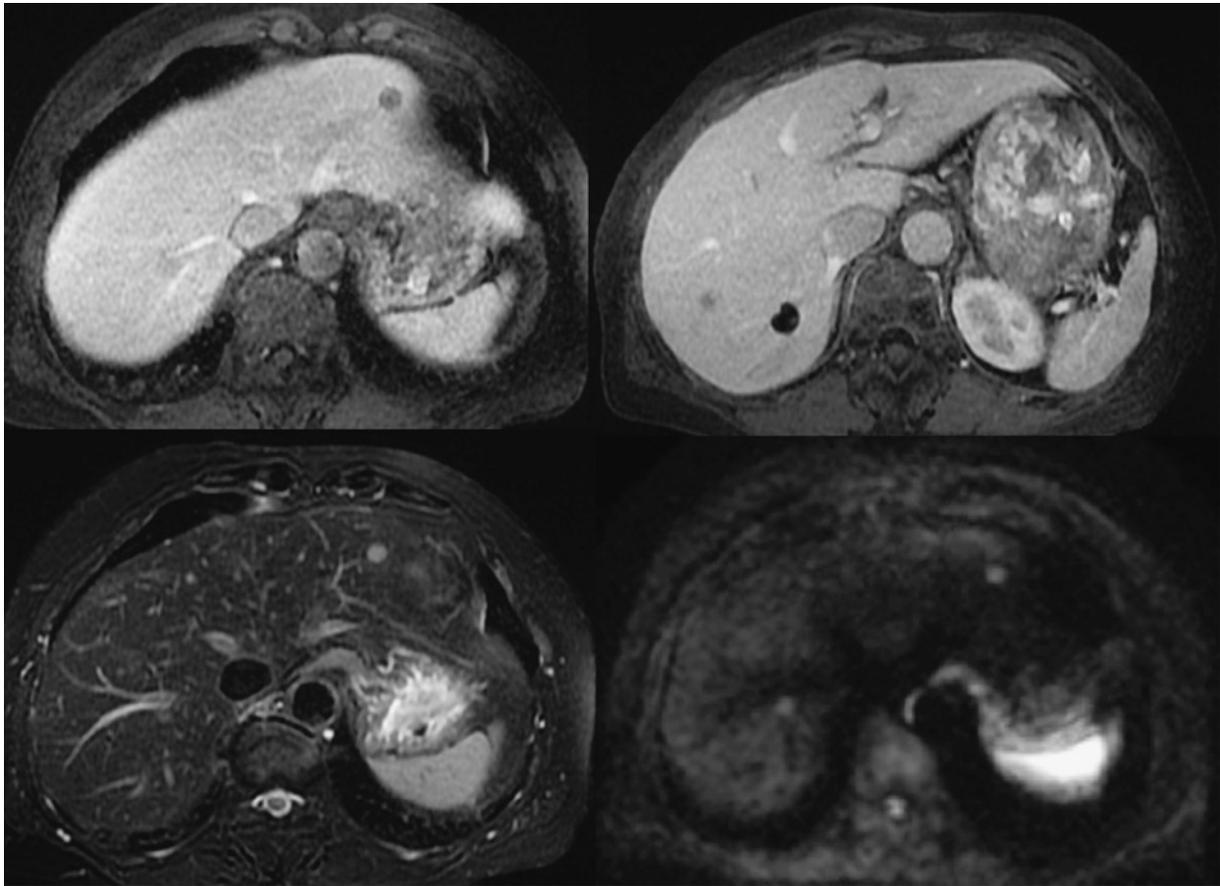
Magnetic resonance imaging showed multiple nodules in S3, S7, and S8 of the liver.
